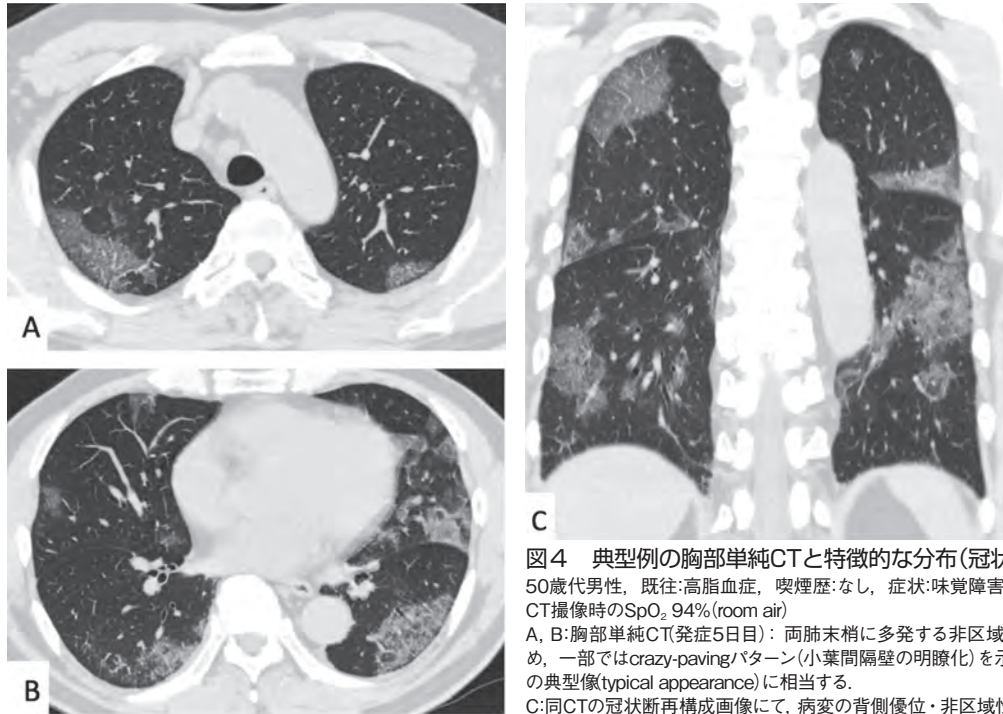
典型例の胸部単純CTと特徴的な分布(冠状断再構成画像)
